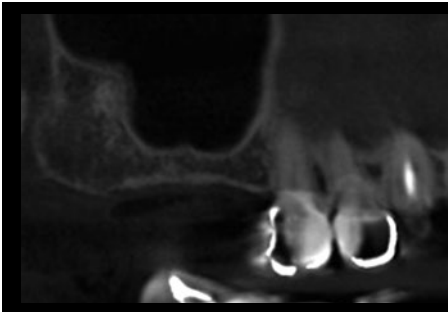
術前のCT像。7|6|相当部には約4mm程度の既存骨が認められる。
